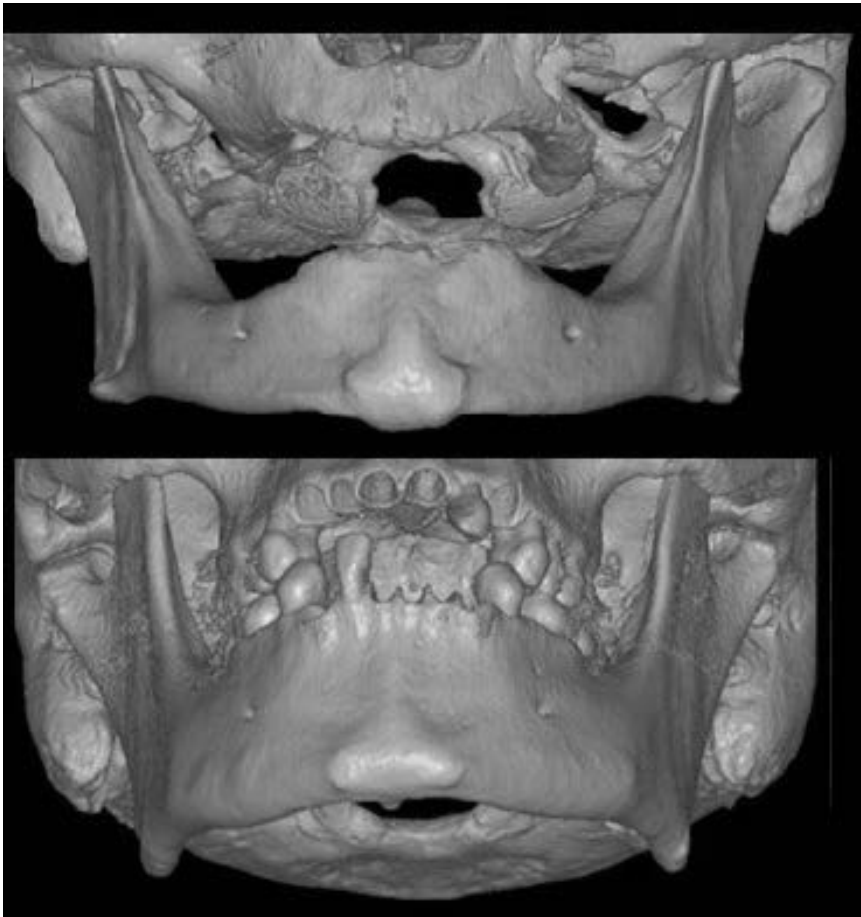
Protuberanza mentoniera. TC *cone beam* di reperti del Museo di Antropologia dell'Università di Firenze.
